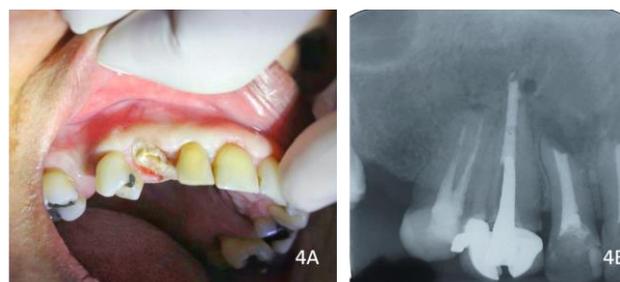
A - Remoção da coroa protética relacionada ao dente 13. B - Radiografia periapical final com os elementos 12 e 13 obturados, e após 3 meses da realização da cirurgia parodontal com melhor formação óssea.
